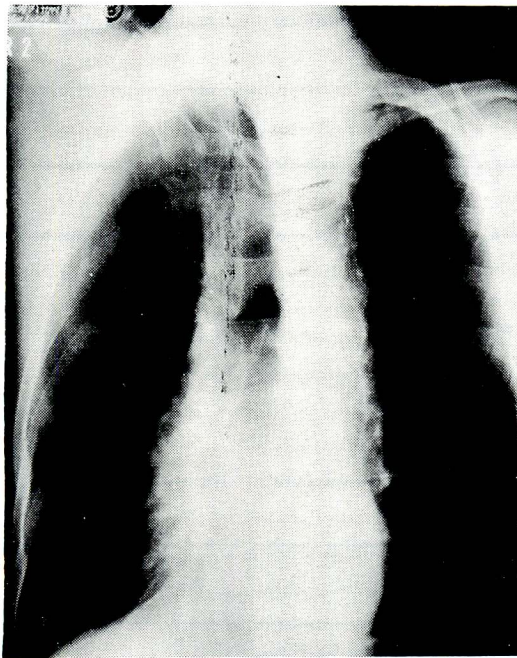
Chest X-ray (a, b, c) (a)
